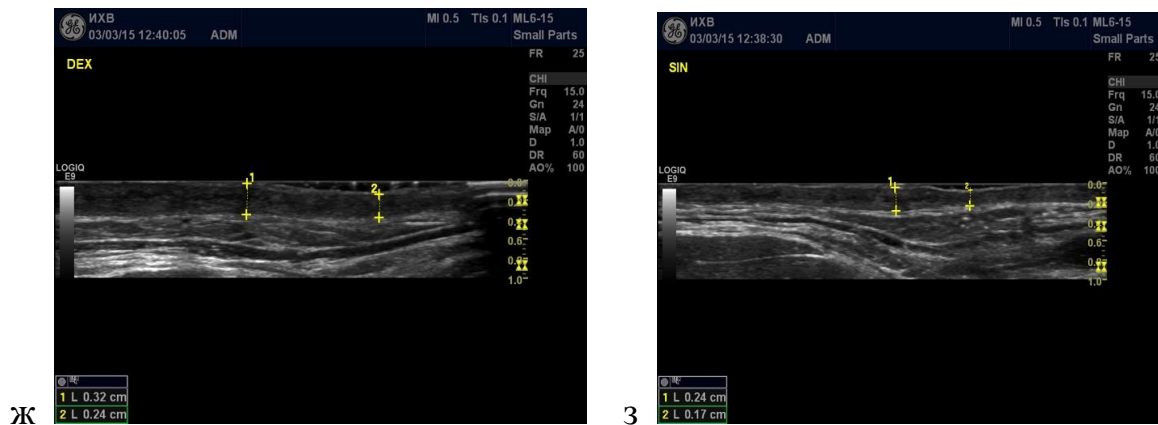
продолжение. УЗИ рубца спустя 3 месяца после снятия швов. Максимальная толщина рубцовой ткани составляла слева от 2,4 до 1,7 мм; справа от 3,2 до 2,4 мм (ж,з).
